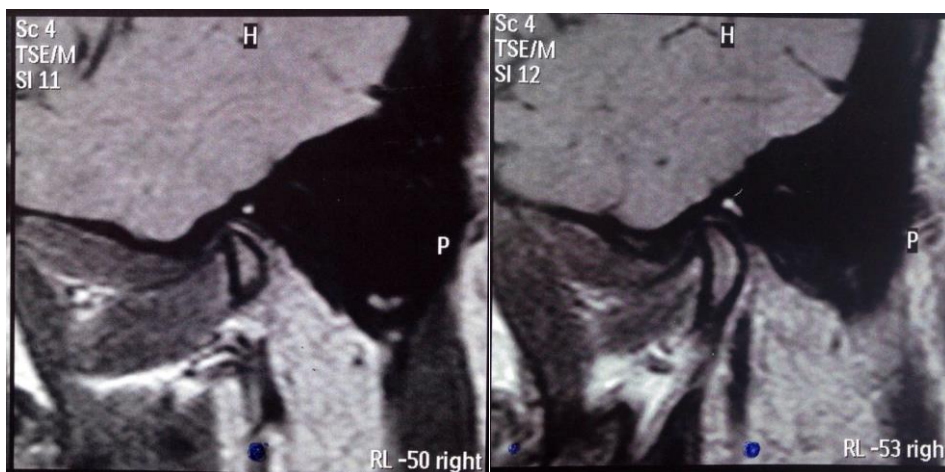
RMN da ATM direita do voluntário em estudo.
